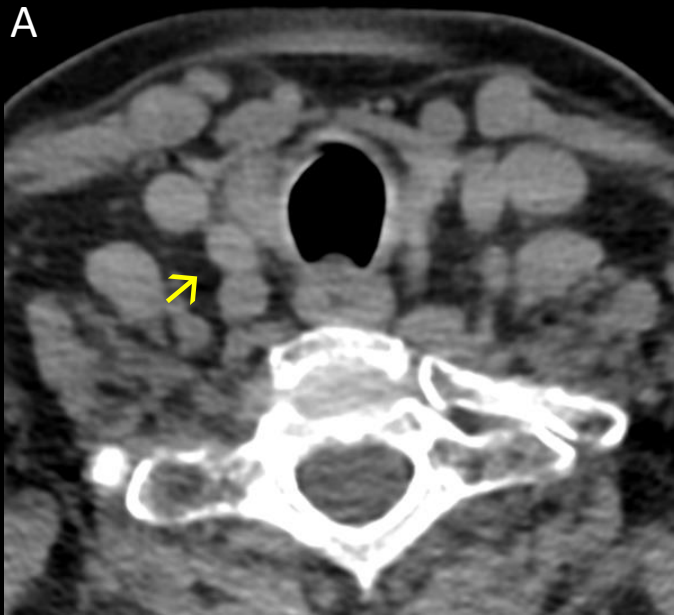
TC axial en fases sin contraste (A), arterial (25 seg) (B) y venosa (75 seg) (C). Por detrás del lóbulo tiroideo derecho y por delante de la carótida común derecha se identifica un nódulo (→) que presenta realce precoz en la fase arterial con lavado posterior en la fase venosa. Comportamiento compatible con adenoma paratiroideo.
